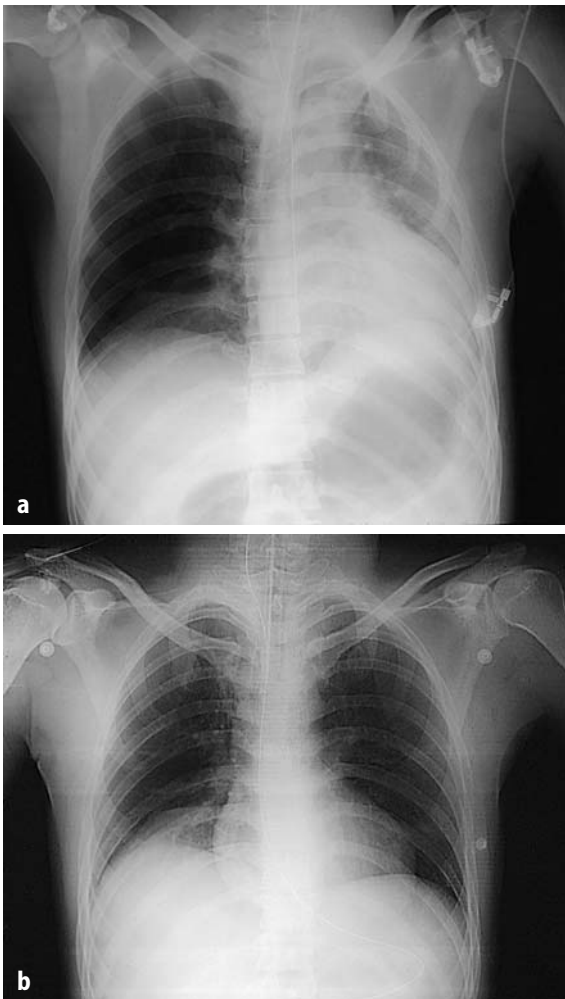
Röntgenthoraxbild eines 26-jährigen Patienten mit präoperativ unauffälligem Röntgenbild des Thorax, der intraoperative Zeichen einer akuten Bronchialobstruktion hatte. a Nach Mobilisation des Tubus wurde ein Röntgenbild angefertigt, b wenige Stunden später eine Kontrolle. In diesem Fall handelte es sich um eine Atelektase, bedingt durch die Tubusfehlage
